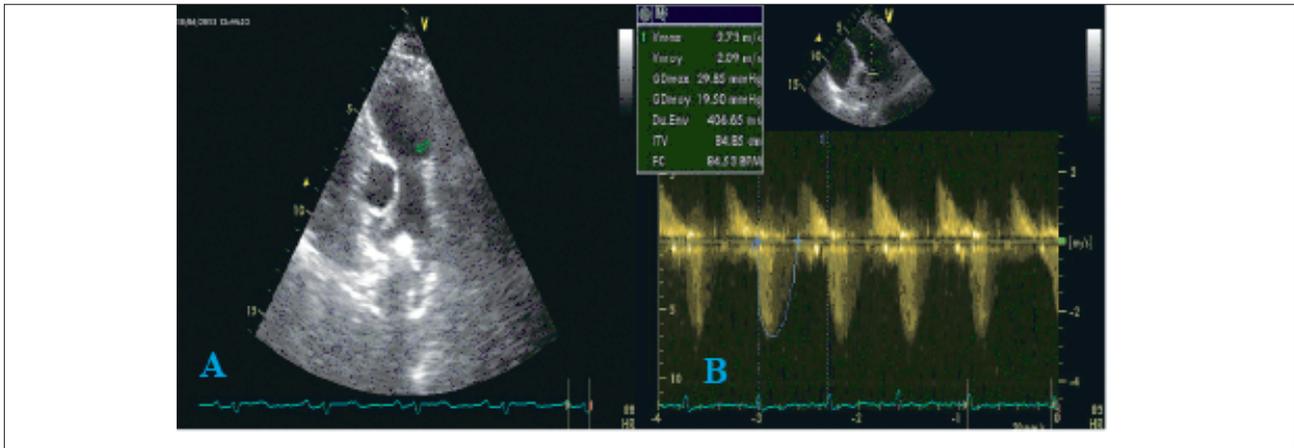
Echocardiographie transthoracique : coupe parasternale petit axe montrant une valve pulmonaire épaisse (A) avec rétrécissement pulmonaire moyen (Gradient VD-AP max=30 mmHg) au doppler continu (B).
